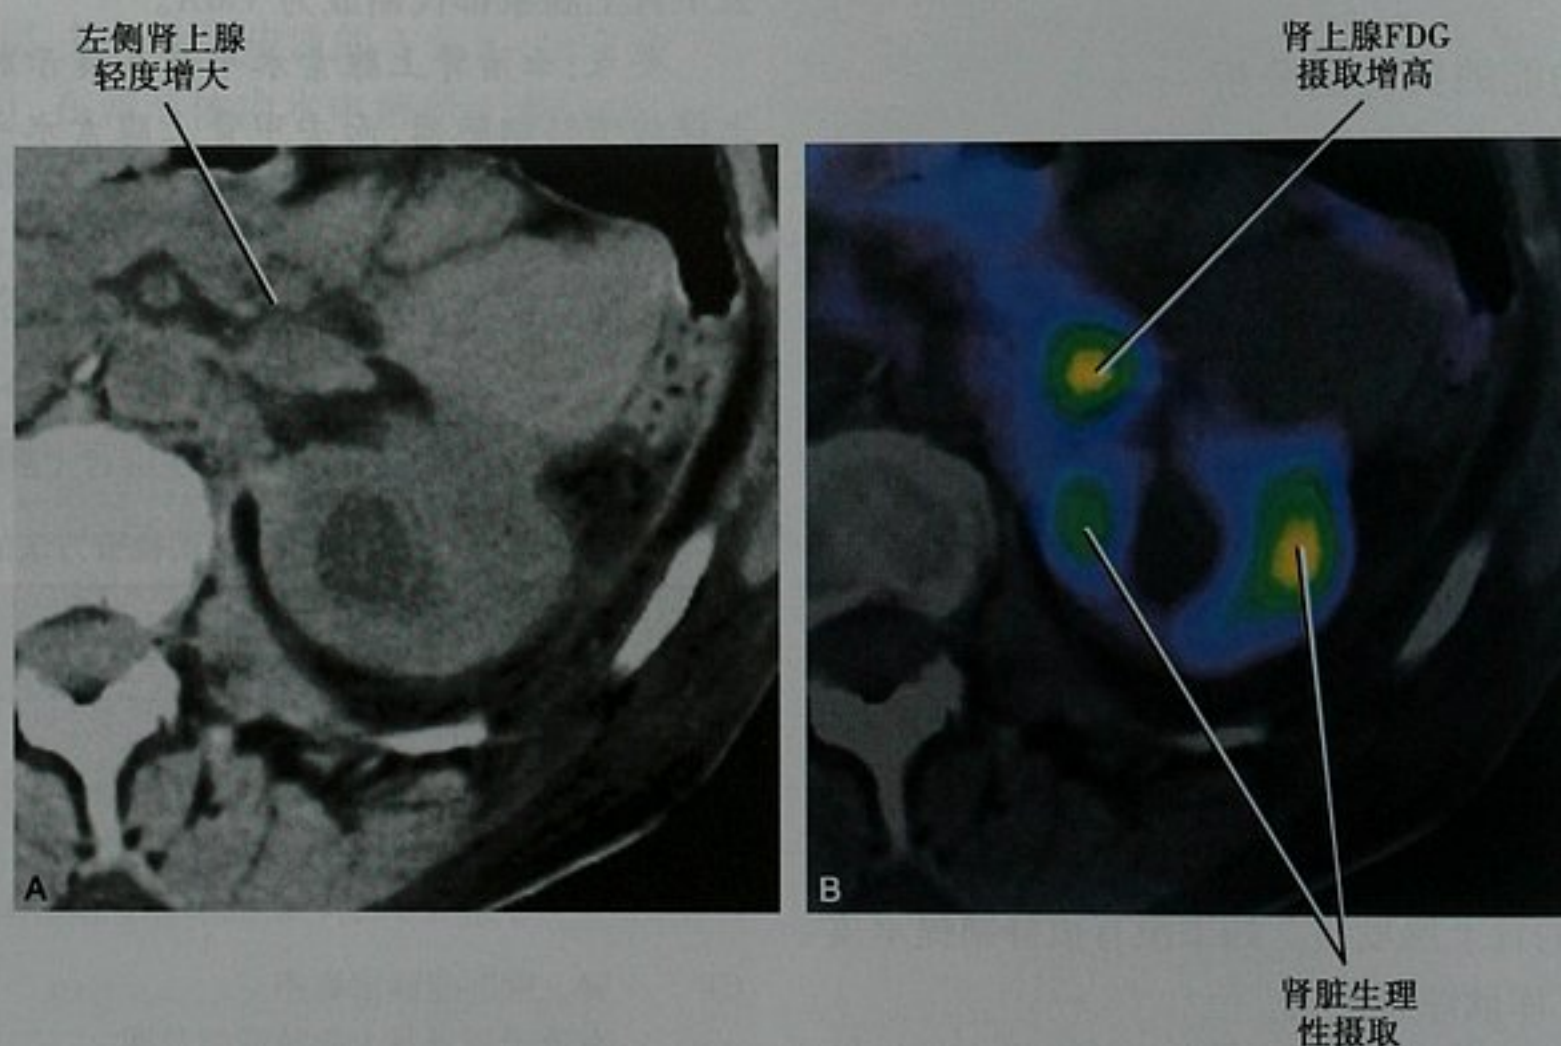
应用 PET 对肾上腺小肿物定性。A. 已知伴有转移的乳腺癌女性患者轴位平扫 CT 图像显示左肾上腺一个小的、软组织密度肿物; B. 同一图像与 FDG-PET 同层面的融合图像显示,与作为背景活性的肝脏相比($\text{SUV} = 2.5$, 图像中未显示),病变的摄取值升高($\text{SUV} = 3.6$)。SUV: 标准摄取值
